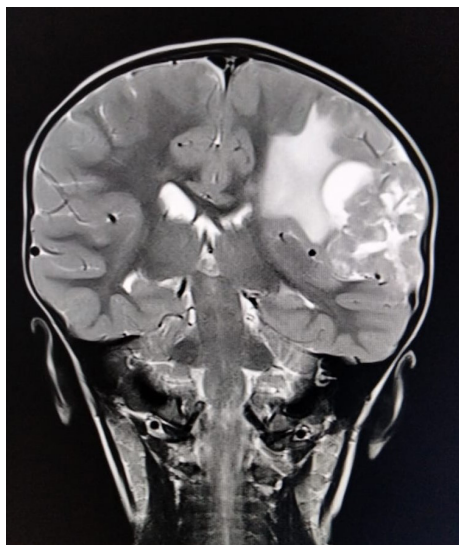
Resonancia magnética en secuencia T2 que muestra un HGG hemisférico. Es habitual el gran volumen con el desplazamiento de áreas cerebrales, siendo posible un extenso edema peritumoral y la herniación cerebral. Muestra aspecto heterogéneo debido a la presencia de necrosis, calcificaciones y hemorragias.
